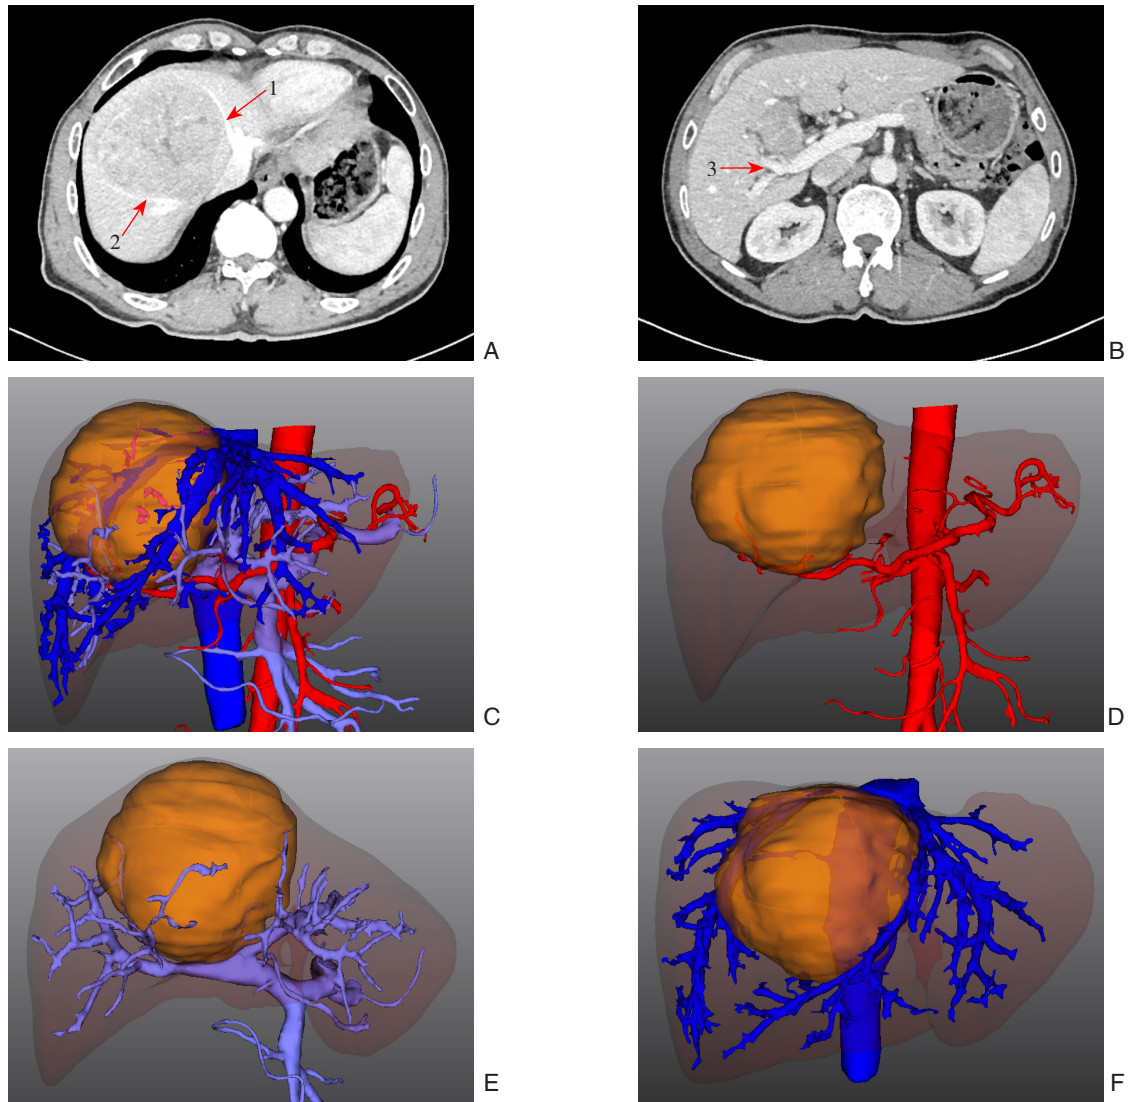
基于术前 CT 的 3D 可视化分析 A-B: 上腹部增强 CT 扫描 (1: 肝中静脉; 2: 肝右静脉; 3: 门静脉右前支); C: 3D 重建结果显示肿瘤与周围血管的三维关系; D: 肿瘤与肝动脉的空间关系; E: 肿瘤与门静脉的空间关系; F: 肿瘤与肝静脉的空间关系
